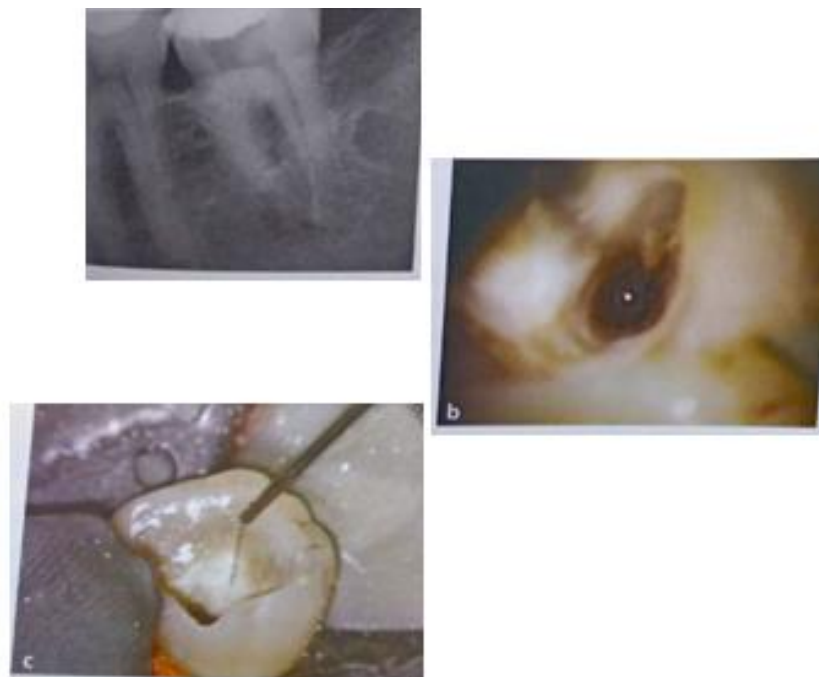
(A) Radiografía periapical de un instrumento separado en trayecto apical de la raíz distal. (B) Fotografía de la preparación del conducto afectado, es posible observar el fragmento separado. (C) Fotografía control de la remoción exitosa del instrumento separado, fue utilizada activación ultrasónica. ¹⁶
